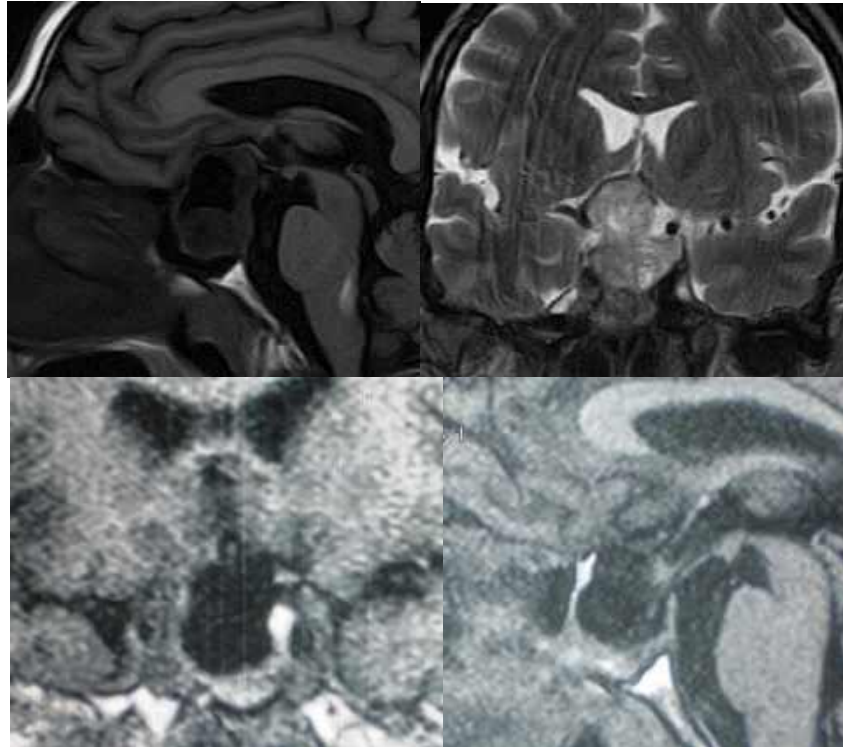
Спостереження №455. Хворий Д-ов, 54 р., № історії хвороби 150867. Ендосупраселярна кистозно-солідна ГНАГ. МРТ до і після (1 доба) трансназального мікрохірургічного видалення пухлини.
